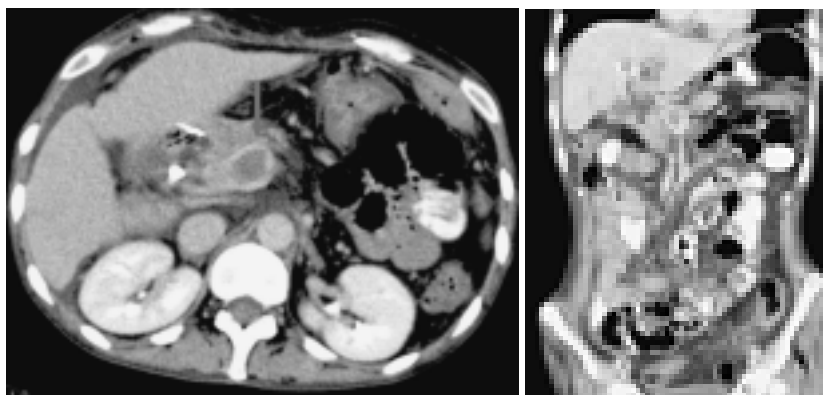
Caso 16. Masculino de 51 años, con historia de Ca de páncreas donde en A se demuestran cortes axiales de la TC de abdominopélvica en fase venosa con lesión tumoral pancreática conocida y defecto de llenado en la confluencia porto esplénica parcial, no obstructivo y en B se identifica trombosis completa de la vena esplénica.
